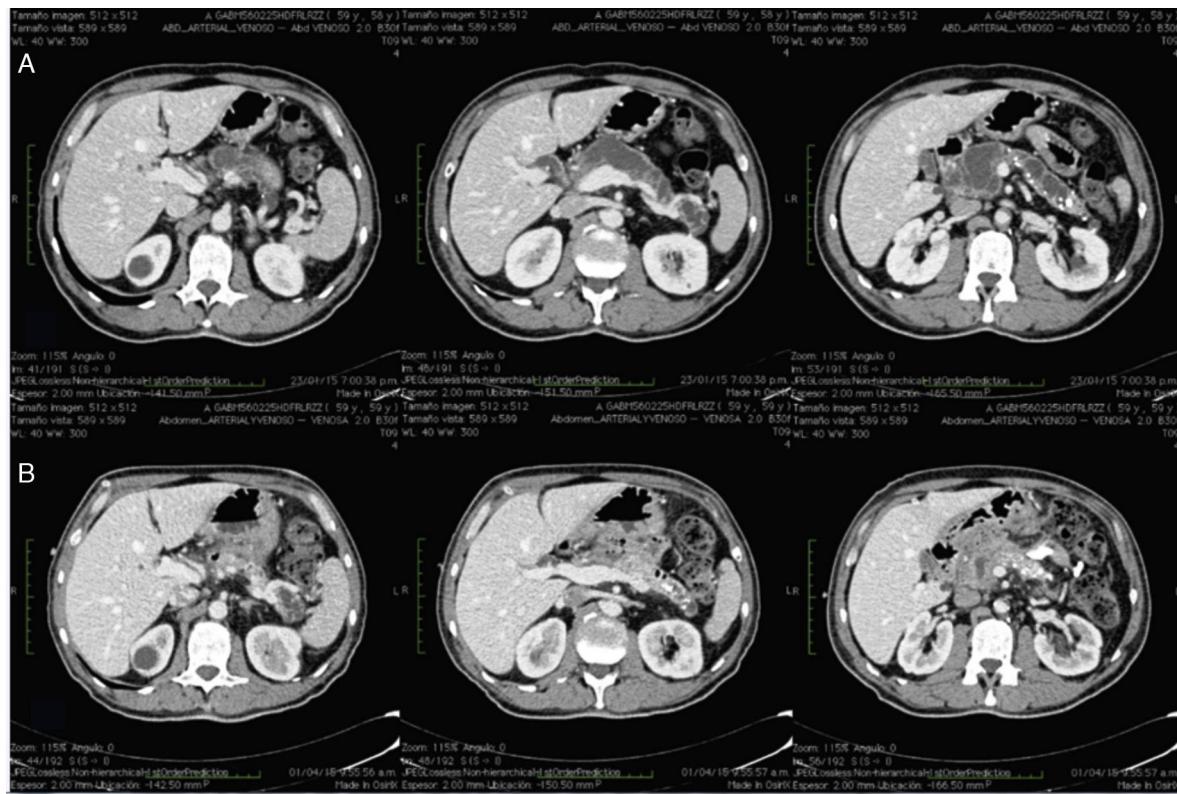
A) Tomografía prequirúrgica: páncreas heterogéneo, calcificaciones y conducto pancreático principal de 16-19 mm. B) Tomografía posquirúrgica: viabilidad de la pancreaticoyeyuno anastomosis y resolución de la dilatación del conducto pancreático principal.
